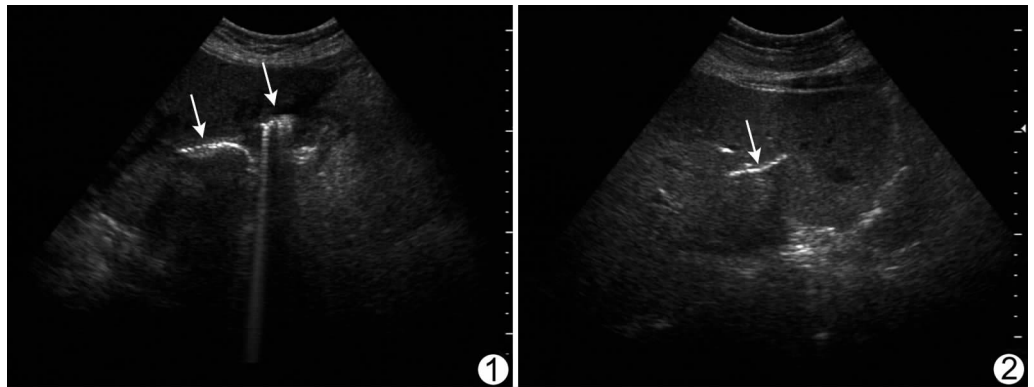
胆囊积气、肝外胆管积气 超声见胆囊萎缩、囊壁增厚、囊内胆汁无回声区消失、胆囊内团状强回声(右箭),肝外胆管内条索状强回声(左箭) 图 2 肝内胆管积气 超声表现肝内胆管条索状强回声(箭)
